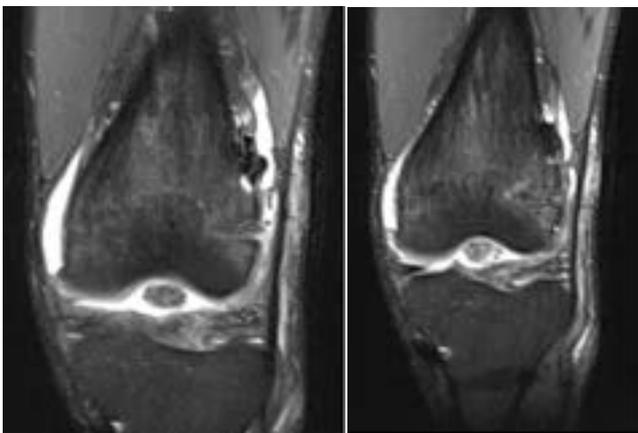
Resonancia Magnética simple de rodilla corte coronal
